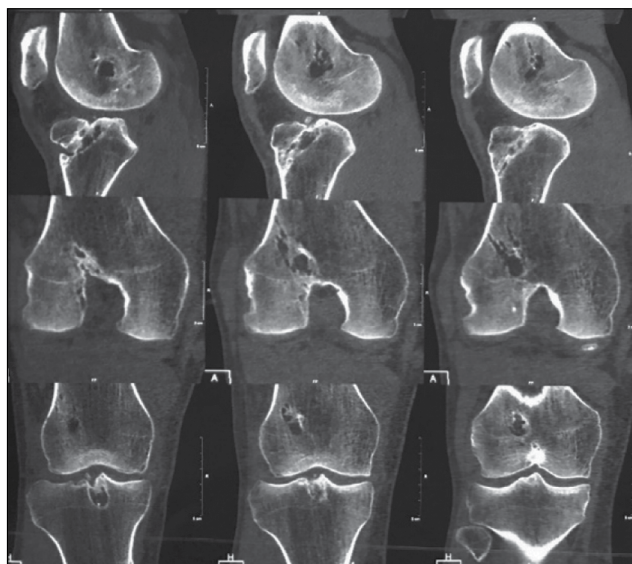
Предоперационные КТ-снимки.
